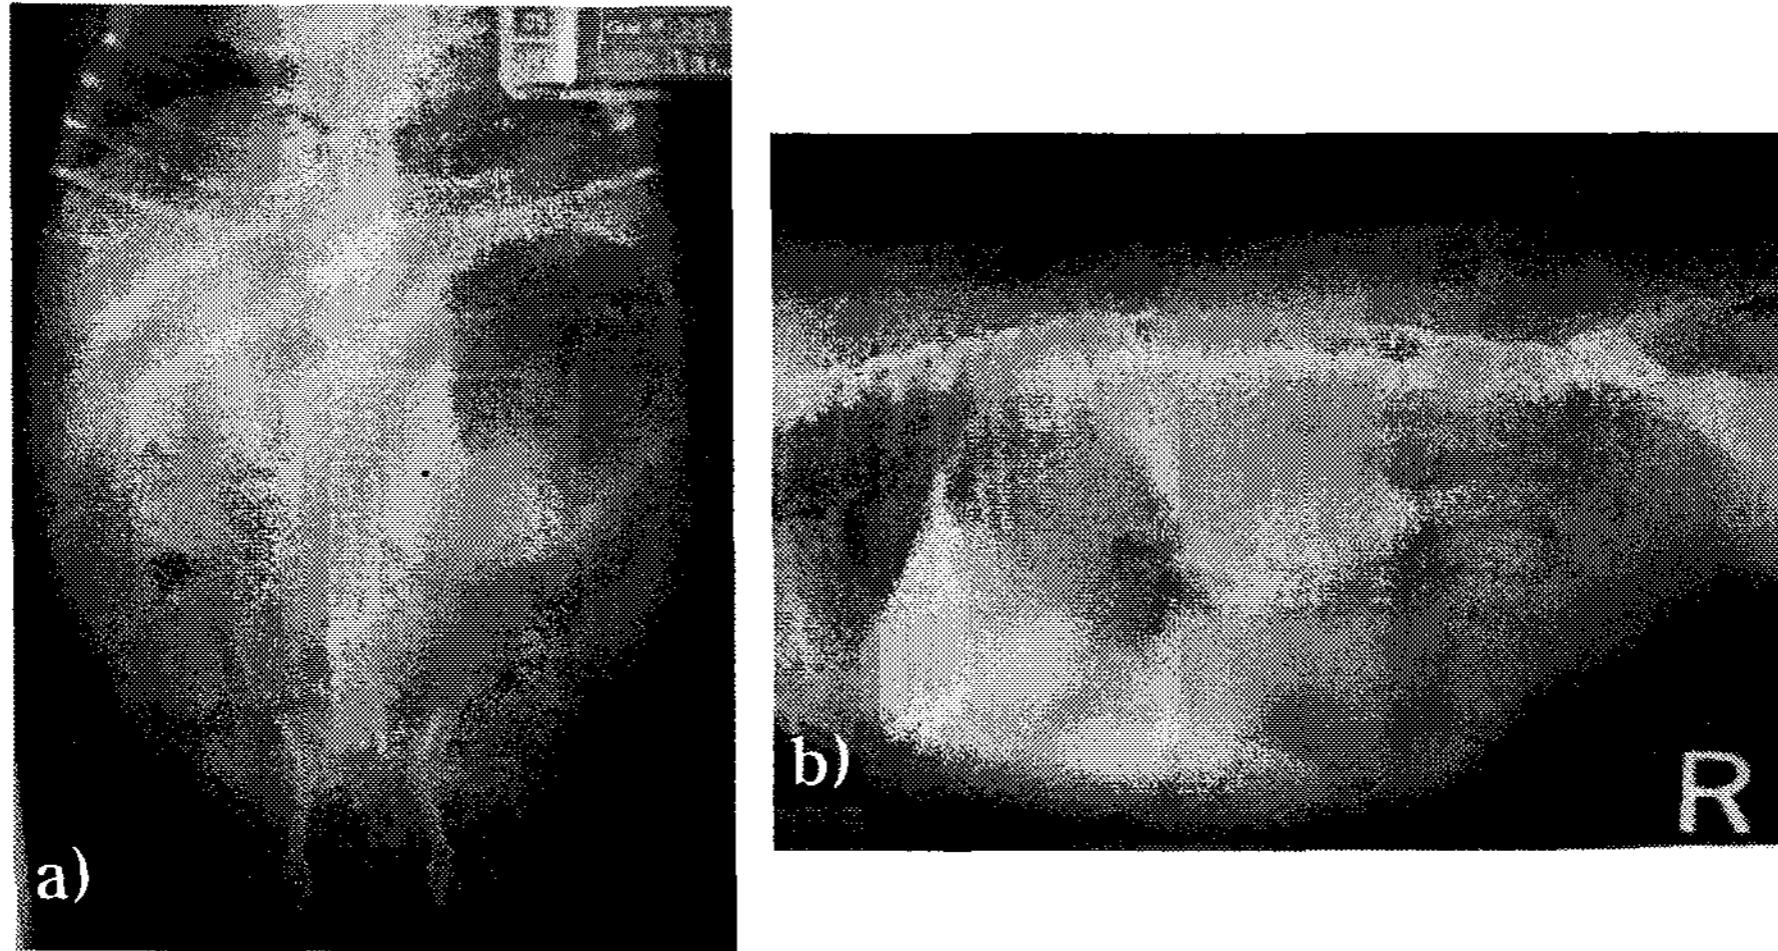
X-ray 검사에서 보통 간 비대 및 다식증에 의한 복부팽만이 관찰된다
